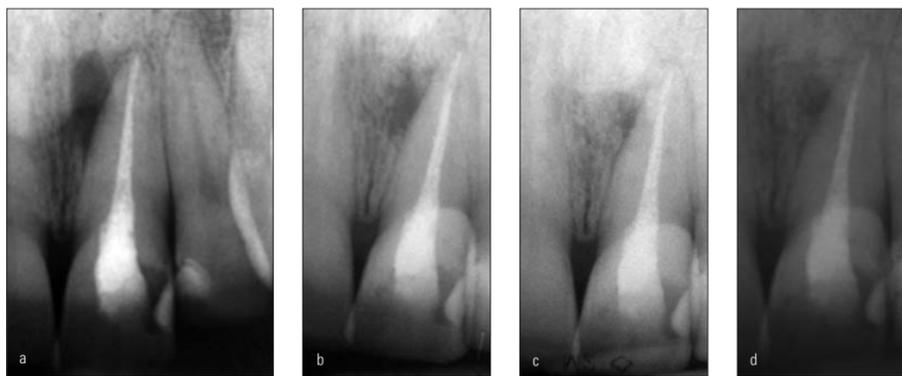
bis d: Röntgenologisches Follow-up des Zahnes 21 mit einer lateralen parodontalen Zyste.
